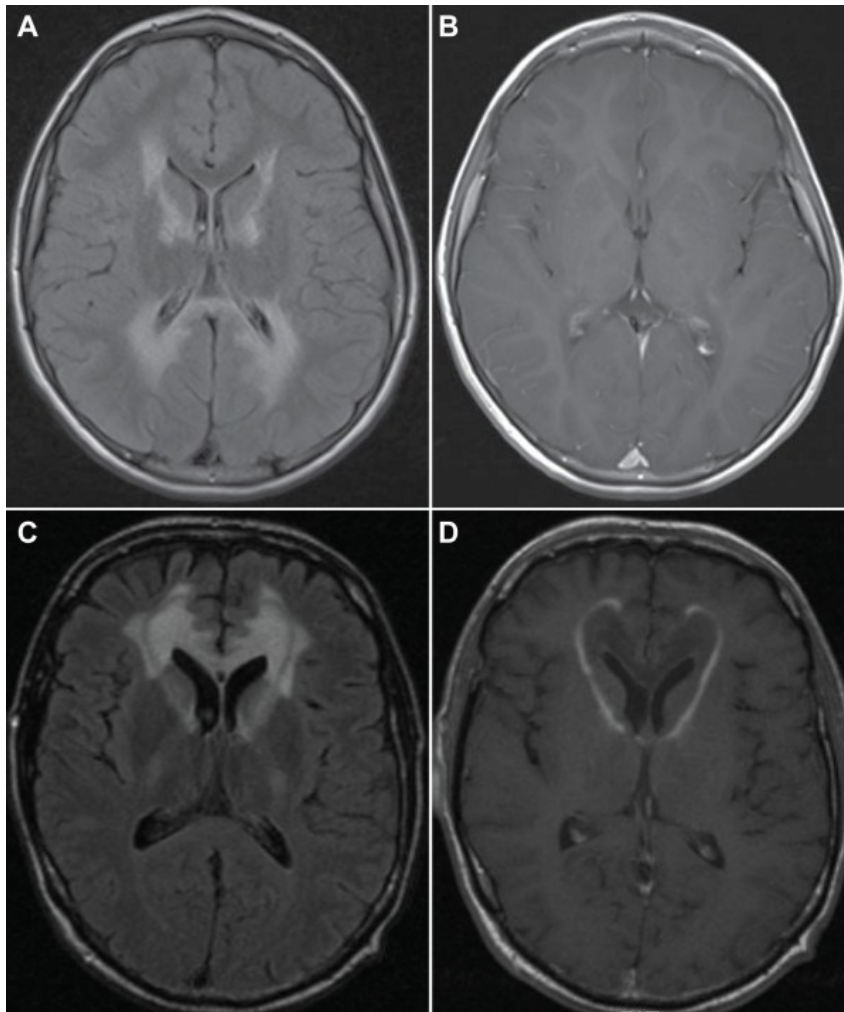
MRT Aufnahmen eines CCALD-Patienten mit ausgiebigen Läsionen der weißen Substanz im parieto-occipital Bereich und der Capsula interna (80)
